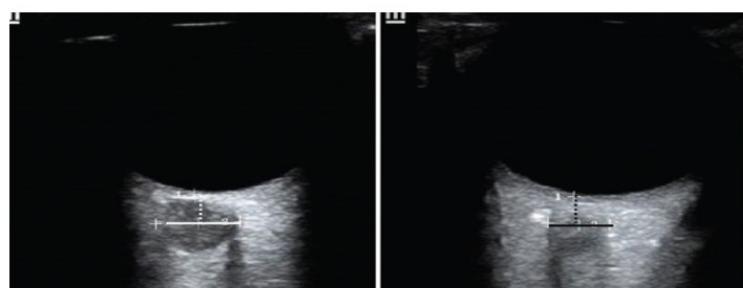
Ultrasound measurement of the optic nerve sheath diameter (ONSD) before and after surgery. The transverse B-mode view demonstrates the optic nerve sheath located approximately 3 mm posterior to the scleral border. An increase in ONSD indicates elevated intracranial pressure and serves as a guide for osmotic diuretic administration.
